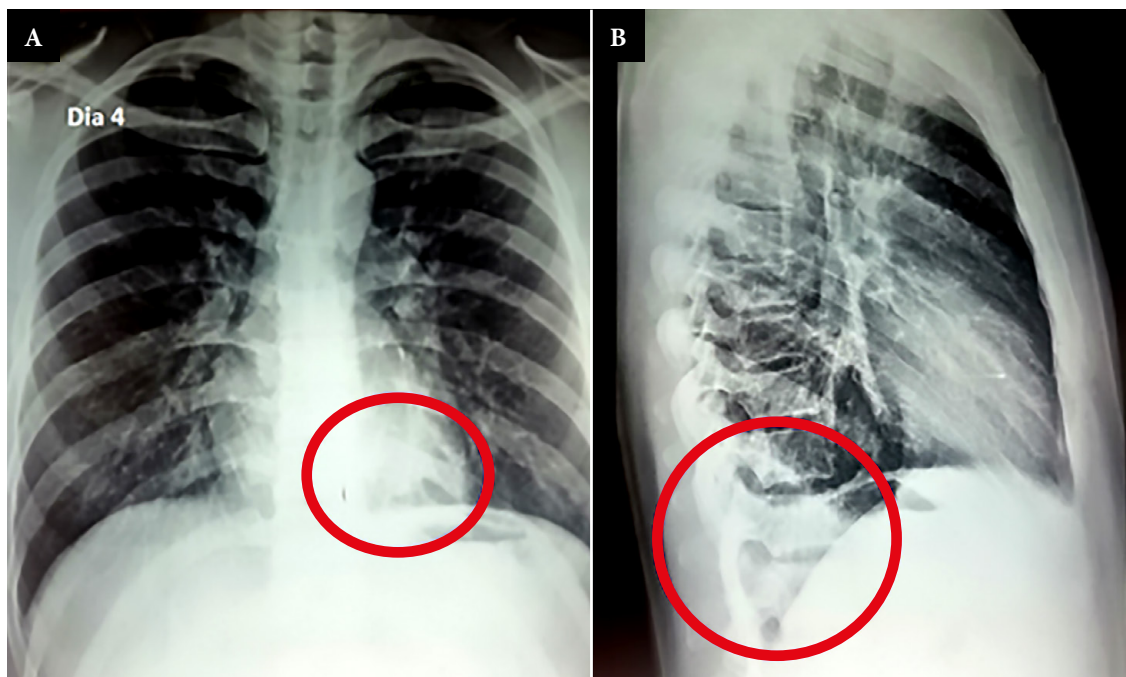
Las radiografías posteroanteriores y lateral de tórax del día 4 de enfermedad. (A) En la incidencia anteroposterior a nivel paravertebral izquierdo se aprecia una opacidad (círculo). (B) En la incidencia lateral se observa una opacidad a nivel de las últimas vértebras dorsales que obtura el ángulo costodiafrágico de ese lado (círculo).
